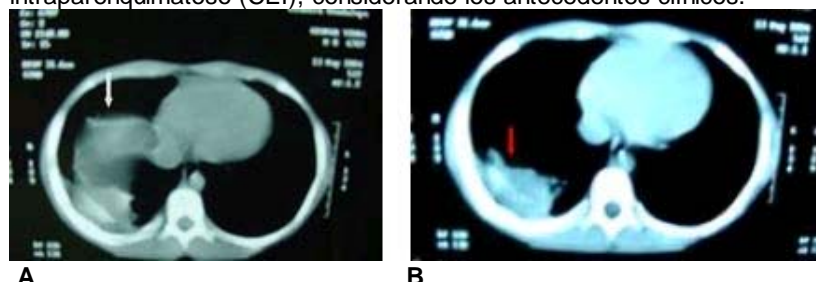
A: Tomografía computada de tórax, a nivel de la base pulmonar derecha muestra una sombra densa, bien delimitada compatible con atelectasia y zonas vecinas de probable focos de neumopatias (flecha) B: imagen compatible con presencia de cuerpo extraño tipo vegetal intraparenquimatoso (flecha roja).
